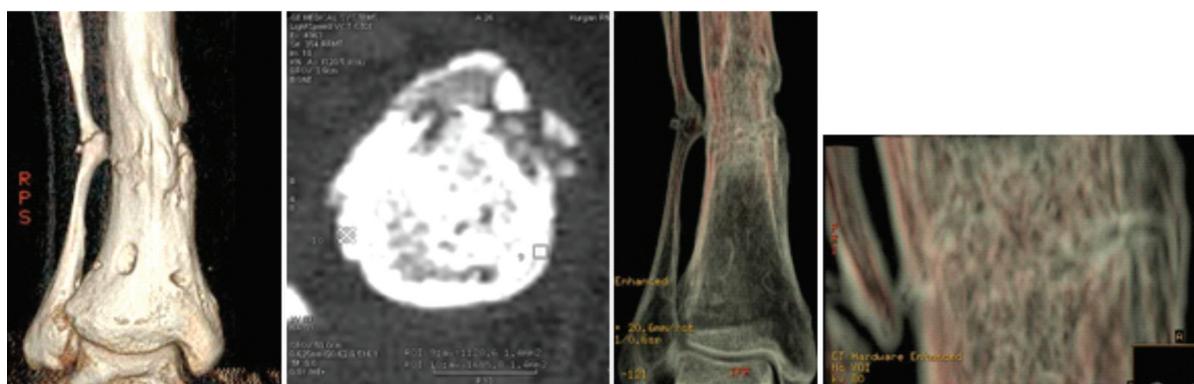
КТ голени больного врожденным ложным суставом. VRT, аксиальный срез, MPR-обработка на фильтрах рабочей станции
